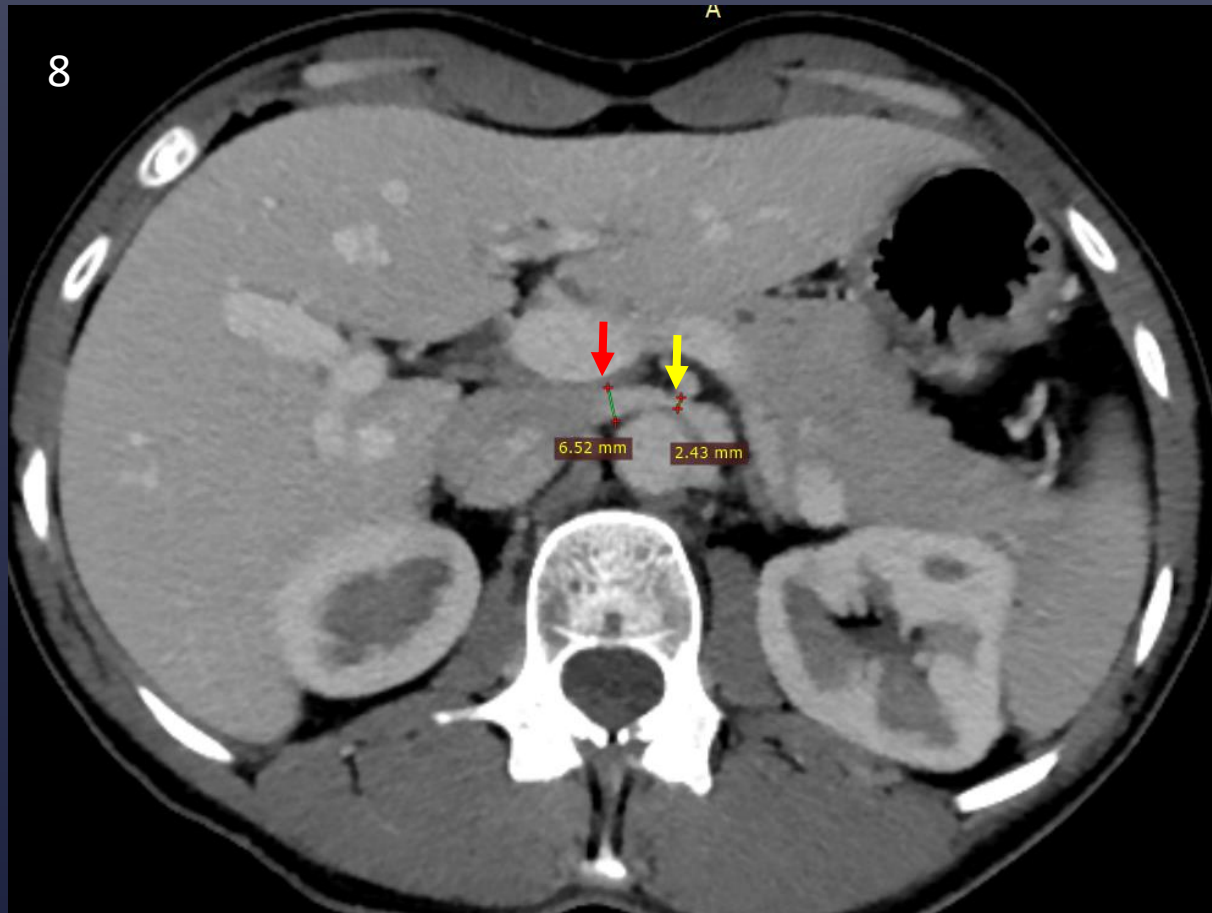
TC con contraste, fase portal, corte axial.
